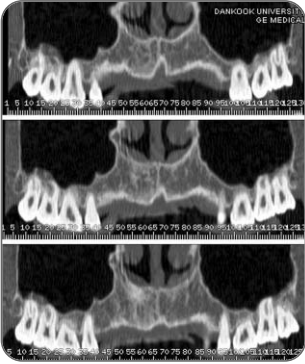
CT 촬영결과 전치부의 순측에 골소실이 많이 진행되었음을 보여준다.
